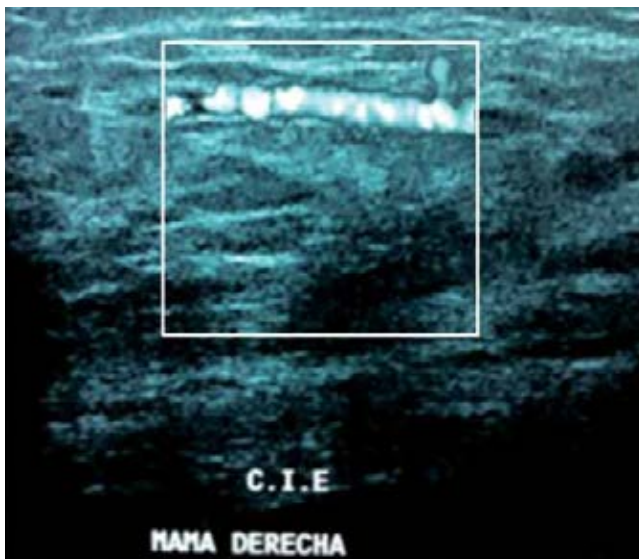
Ultrasonido mamario con imagen tubular que se bifurca de contenido anecoico y múltiples ecos en el interior que corresponden a trombos.
